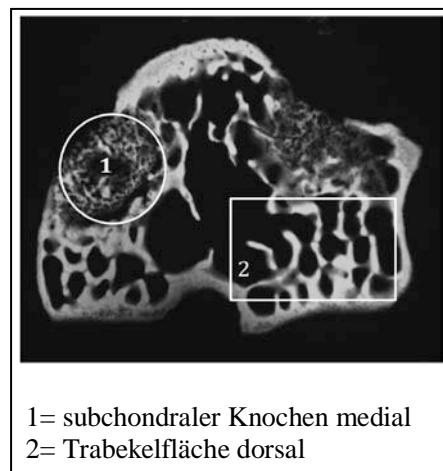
Mikroradiographisches Bild einer auszuwertenden metaphysären Tibia
